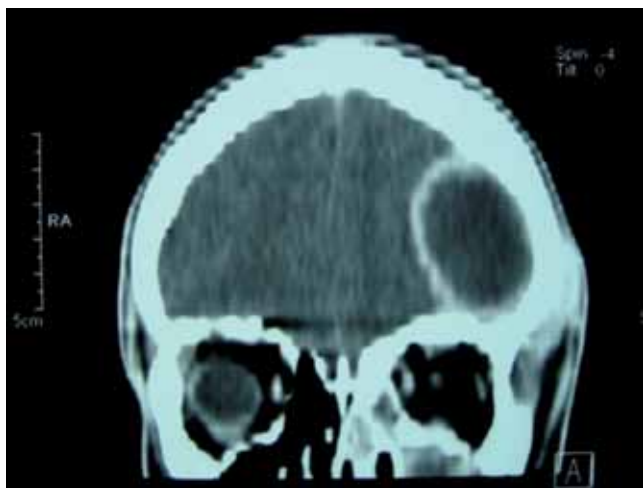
Tomografia computadorizada de crânio evidenciando abscesso intracraniano.
